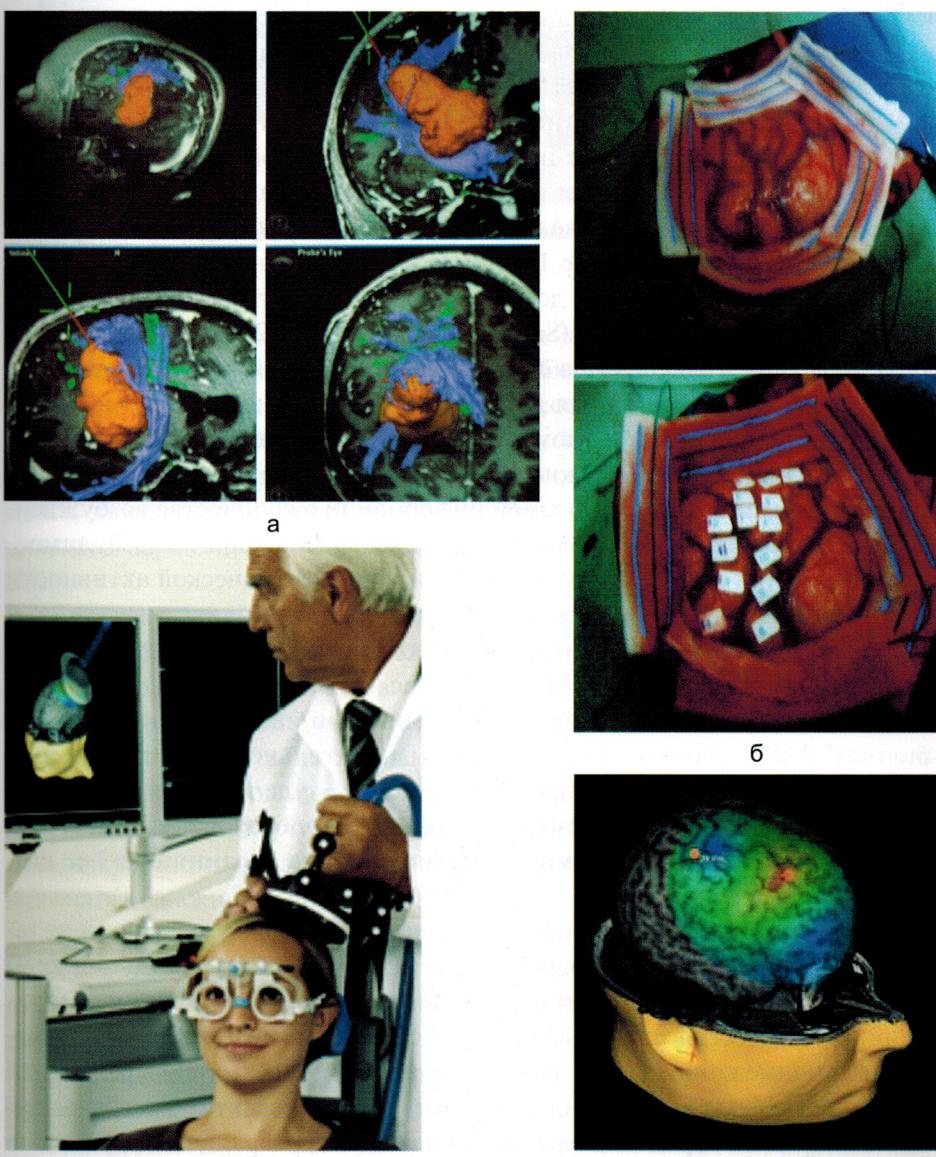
Функциональная МРТ, виден опухолевый узел и его отношение к проводящим путям мозга (а); картирование функциональных зон коры (б); транскраниальное электромагнитное картирование коры (в, г)
